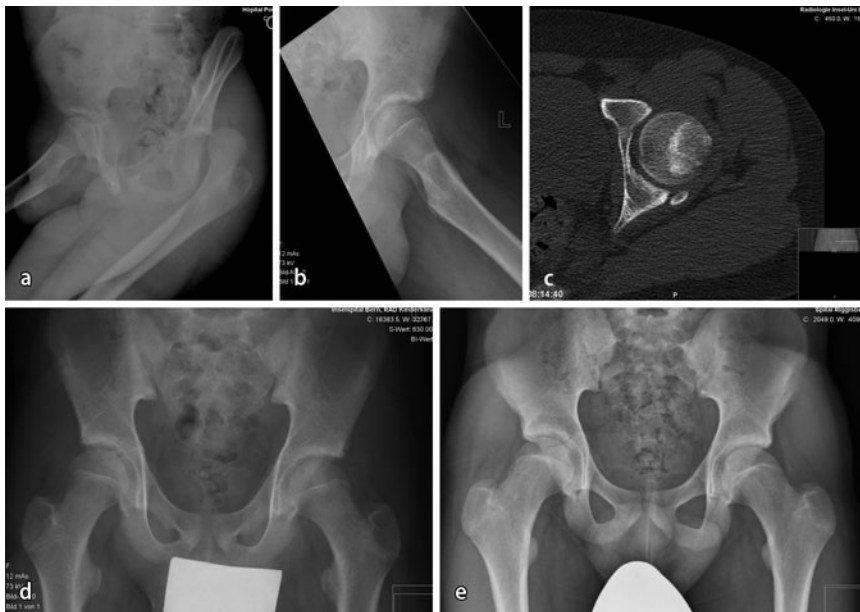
▲ a Unfallbild eines 12-jährigen Knaben (Skiunfall) mit deutlich sichtbarer Hüftluxation. b Nach geschlossener Reposition bestanden immer noch Schmerzen und das Röntgen zeigt eine Verschattung im Bereiche des Pfannenhinterrandes. c Das CT zeigt ein kleines und kaum disloziertes Hinterrandfragment, welches gemäß Literatur keinen Einfluss auf die Hüftstabilität hat. d Beckenröntgen nach 6 Wochen. Die Therapie bestand in Stockentlastung. e Beckenröntgen nach 11 Monaten; keine Zeichen einer AVN oder Hüftinstabilität, gute Einheilung des Fragments (Quelle: AO Manual „Beckenfrakturen“, Erscheinungstermin voraussichtlich Ende 2013; mit freundl. Genehmigung der AO Foundation, Schweiz)
